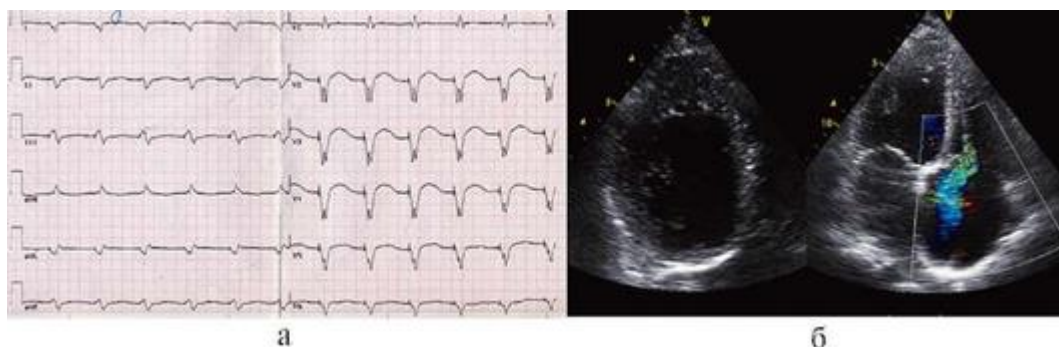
Результаты инструментального исследования у больного Ч., 40 лет: а - электрокардиограмма, скорость записи - 25 мм/с: отсутствие зубца Р, постоянная желудочковая стимуляция, снижение вольтажа комплекса *QRS*, полное отсутствие зубцов *R* в отведениях I, *aVL*, V_2 - V_6 , выраженное расширение и деформация комплексов *QRS* после экстрасимула; б - эхокардиограммы: некомпактный слой миокарда левого желудочка, дилатация правого желудочка с выраженным расширением фиброзного кольца трикуспидального клапана и регургитацией III степени
